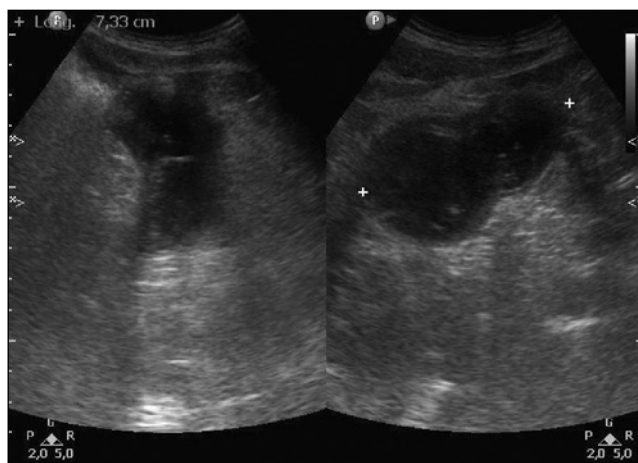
Ecografía de la fosa iliaca derecha con hallazgo de lesión a nivel del apéndice cecal.
